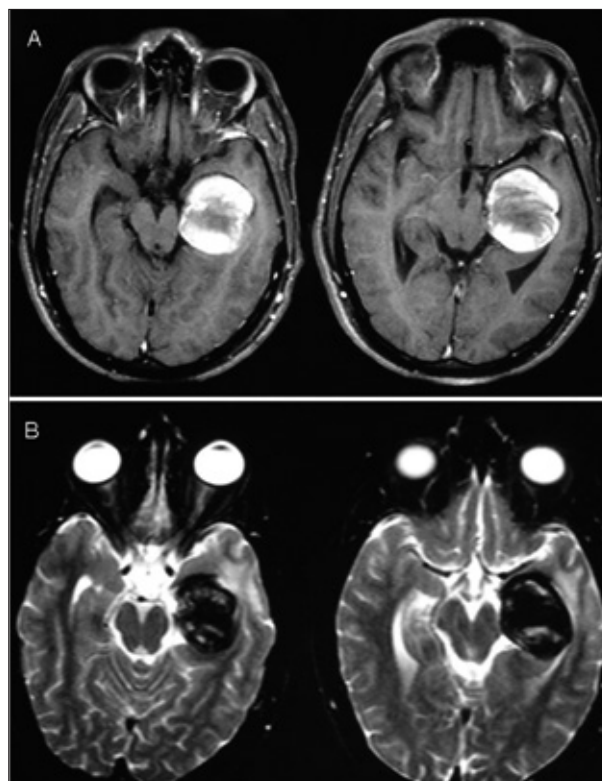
Cranial Magnetic Resonance Imaging in axial acquisition (A - T1-weighted; B - T2-weighted) showing an expansive lesion, with heterogeneous signal, suggesting a totally thrombosed giant aneurysm with occlusion of the posterior cerebral artery.
